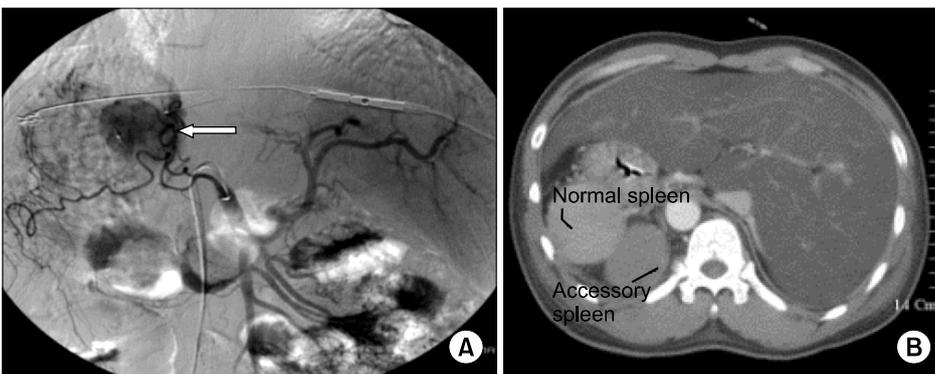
(A) SMA (sup. Mesenteric artery) angiogram shows common hepatic, splenic and gastroduodenal arteries originated from SMA as well as round hypervascular mass at the medial aspect of upper body of the stomach. (B) Abdominal CT. Non-enhancing ovoid mass in the site of right adrenal gland at posterior surface of normal spleen is seen.
